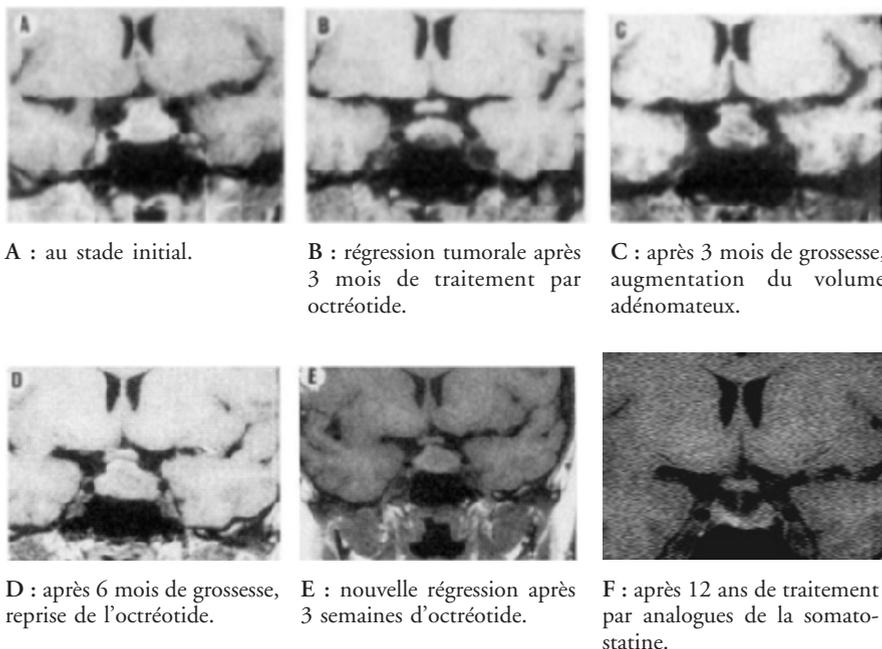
Coupes IRM coronales d'un adénome thyroéotrope (patiente 1).
